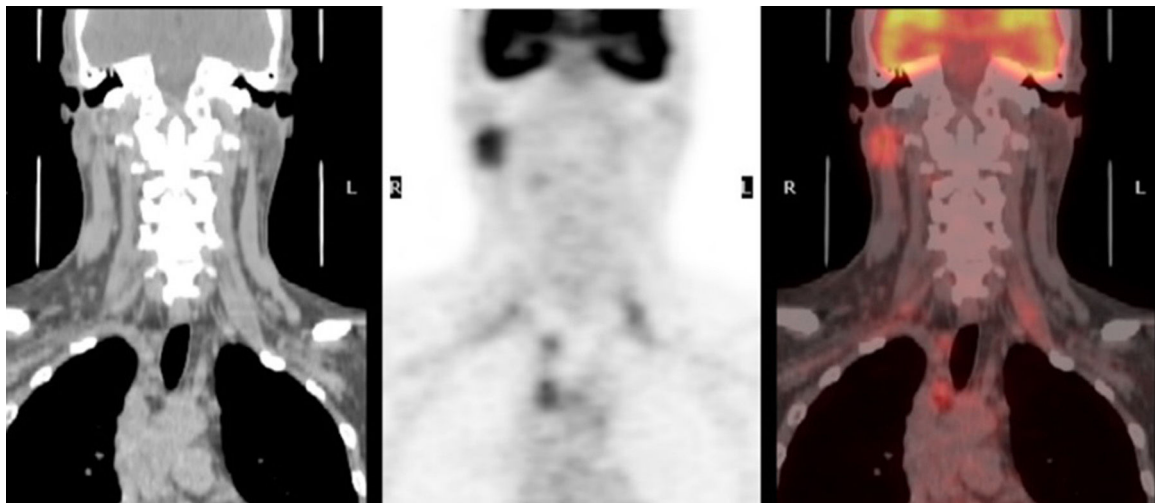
Imagen coronal de PET-TAC. Se observa la hipercaptación en parótida y en múltiples áreas de mediastino.
